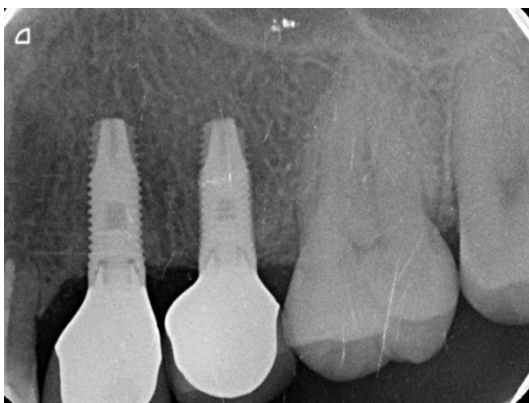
Radiografía dentoalveolar a los 16 meses de seguimiento.
